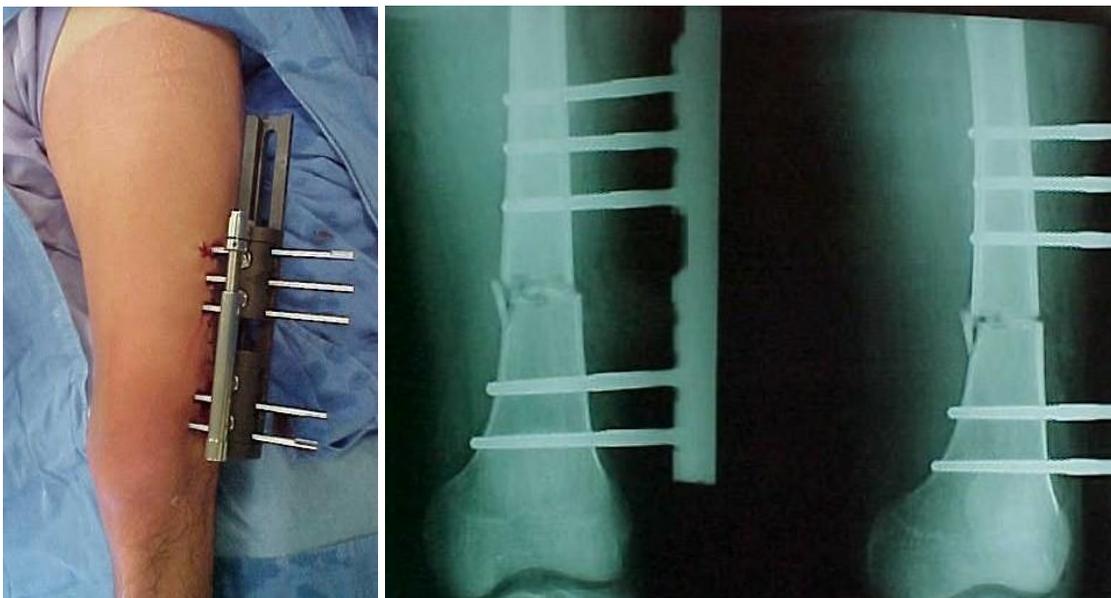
Postquirúrgico inmediato. A) se observa la posición final del Fijador Externo Orthofix , tres Schanz proximales y dos distales a una osteotomía metafiso-diafisaria distal. B) Radiografía de control, se muestra en anclaje de los clavos tanto en la cortical lateral y medial.
